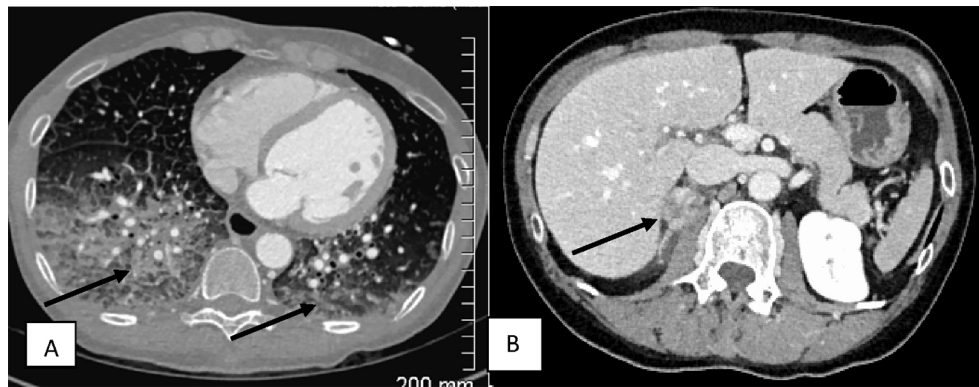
Cas n°1 : TDM thoraco-abdominopelvien avec injection. Plages d'aspect de verre dépoli (A) et masse surrénalienne droite hétérogène (B)
